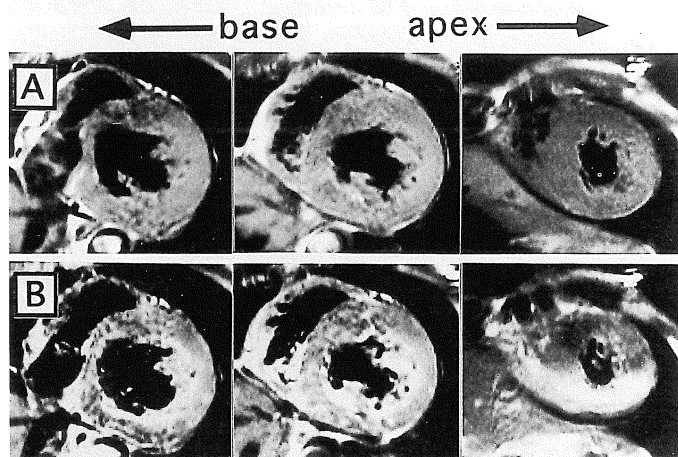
Short axial T₁-weighted MR images before (A) and after (B) Gd-DTPA administration.
